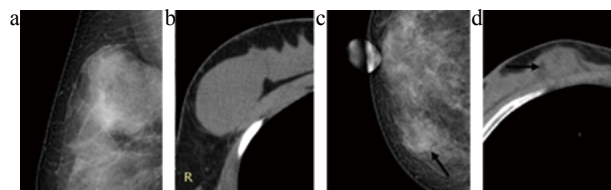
乳腺 X 线与 CT 均可清晰显示乳腺分叶状肿瘤
